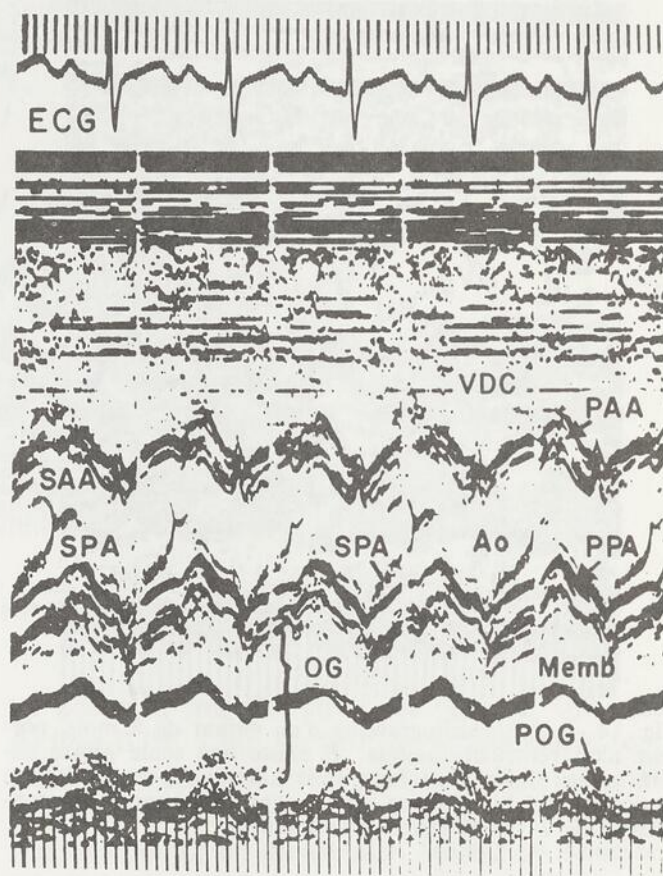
Echocardiogramme d'une fillette de 7 ans, porteuse d'un *cor triatriatum*. Un écho très dense, correspondant probablement à une membrane de 4 mm d'épaisseur trouvée à l'intervention, est démontrée à l'intérieur de l'oreillette gauche.
